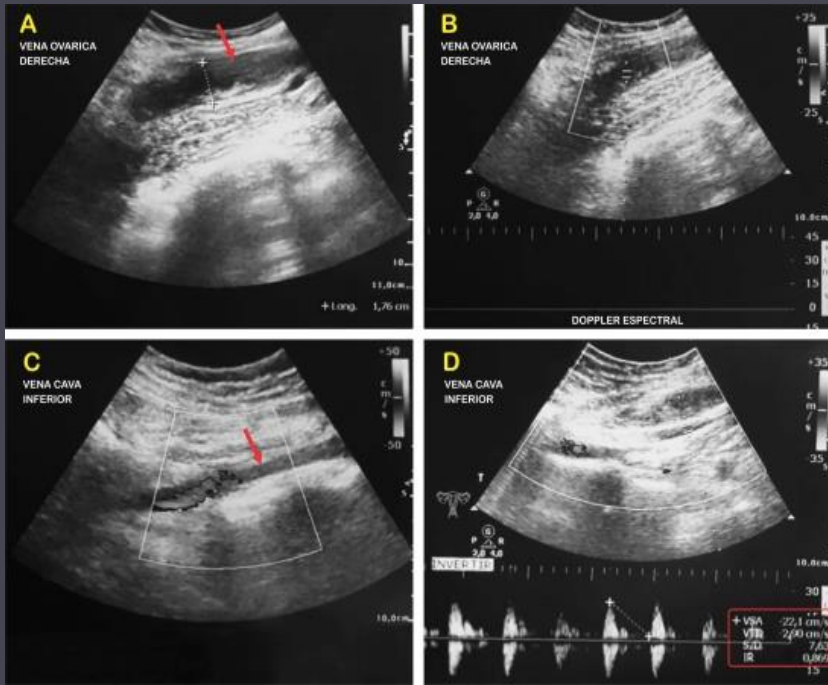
Vena ovárica derecha.* Se observa vena ovárica derecha aumentada de calibre, de paredes engrosadas e irregulares, con material ecogenico en su interior (A), con ausencia de la señal doppler color y espectral (B) evidenciando trombosis. Ecografía Doppler Power de vena cava inferior. Se observa interrupción abrupta del flujo sanguíneo, engrosamiento de las paredes, con material ecogenico endoluminal, compatible con trombosis (A), que se comprueba ante la señal espectral con aumento del IR $> 0,7$ (B).
